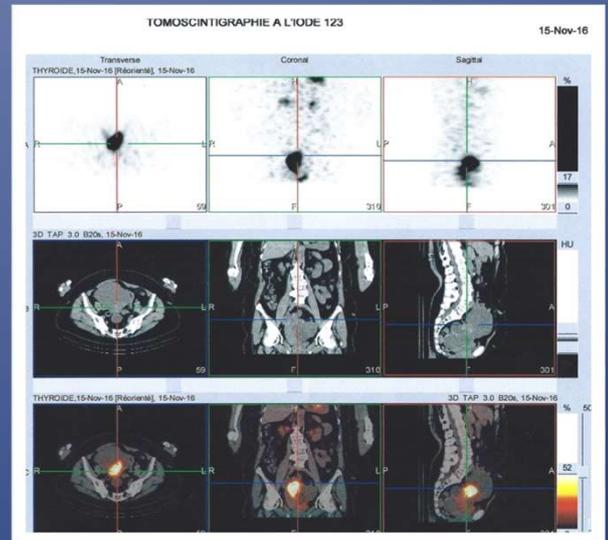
scintigraphie à l'iode 123, hyperfixation de la masse ovarienne
